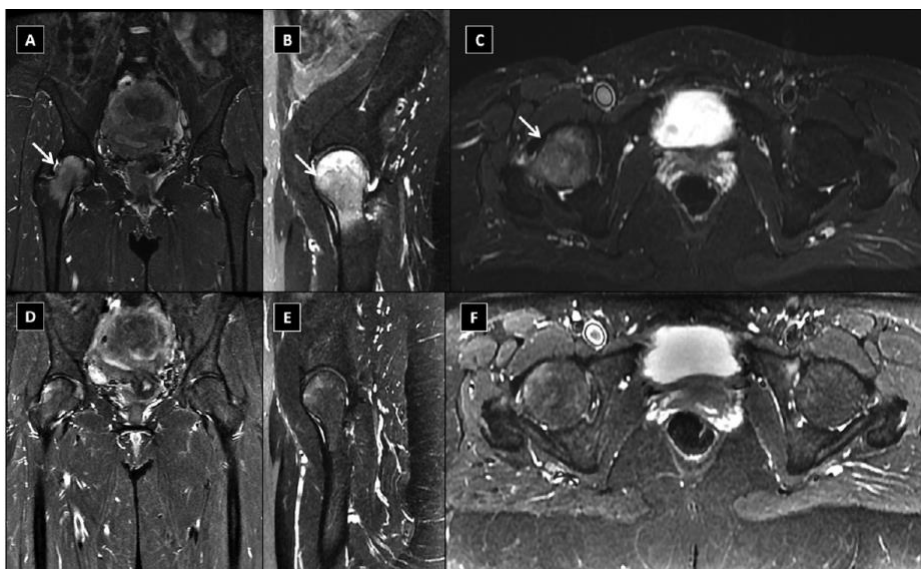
Estudio inicial de resonancia magnética (RM) de ambas articulaciones de la cadera
